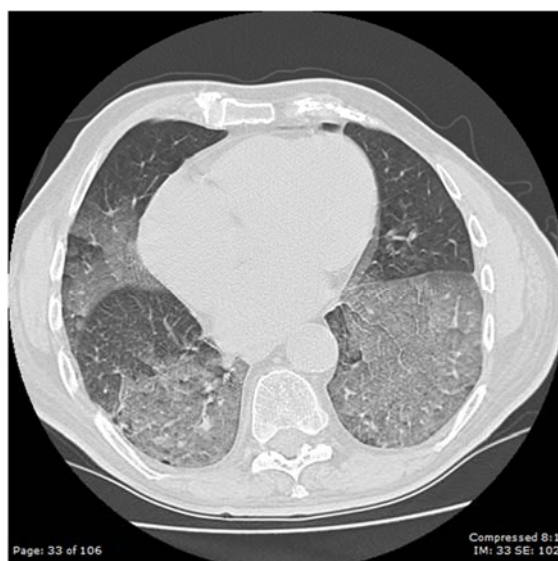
scansione TC Torace ad alta risoluzione del secondo caso clinico che mostra la presenza di adensamenti ground glass ai lobi inferiori bilateralmente ed in parte al lobo medio
